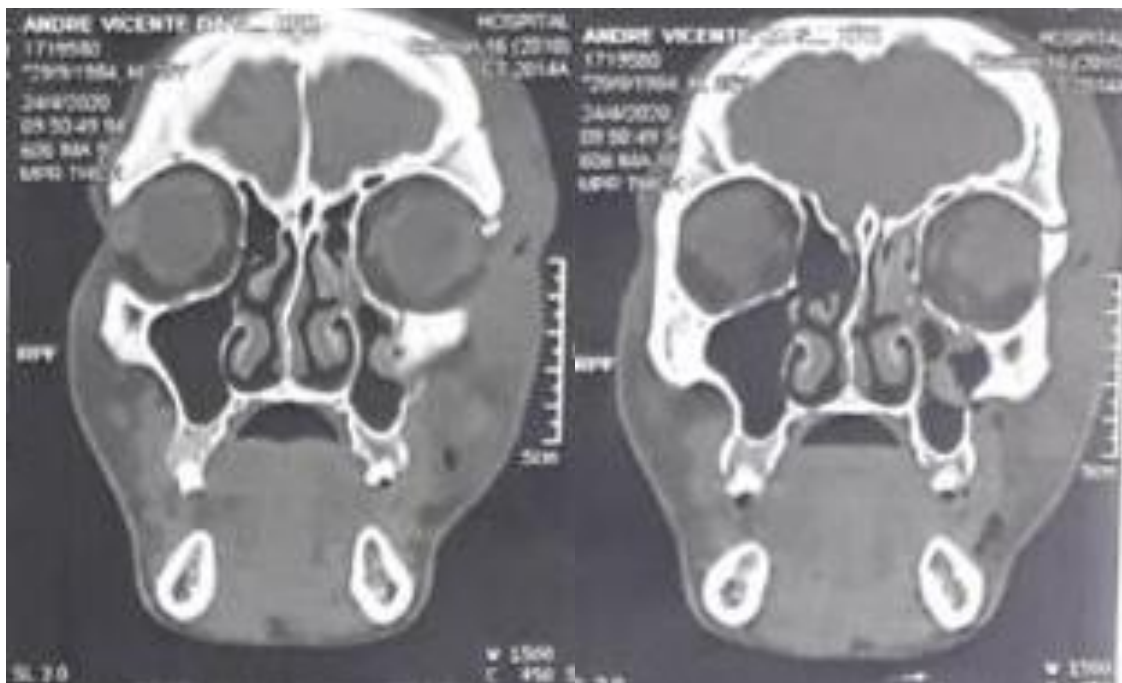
TC pré-operatória: Corte coronal.
